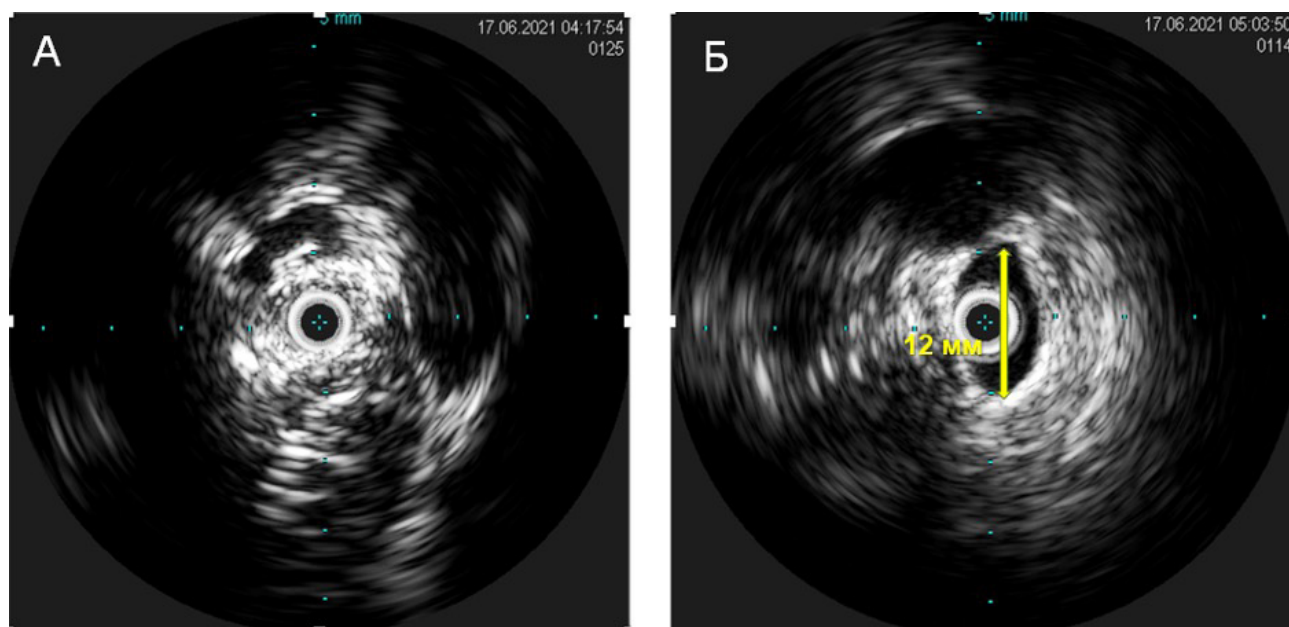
Внутрисосудистая ультразвуковая визуализация КПС. Слева изображение соустья после преддилатации баллонным катетером 2 мм (датчик УЗИ полностью обтурирует просвет соустья). Справа — финальный результат после баллонной ангиопластики.
